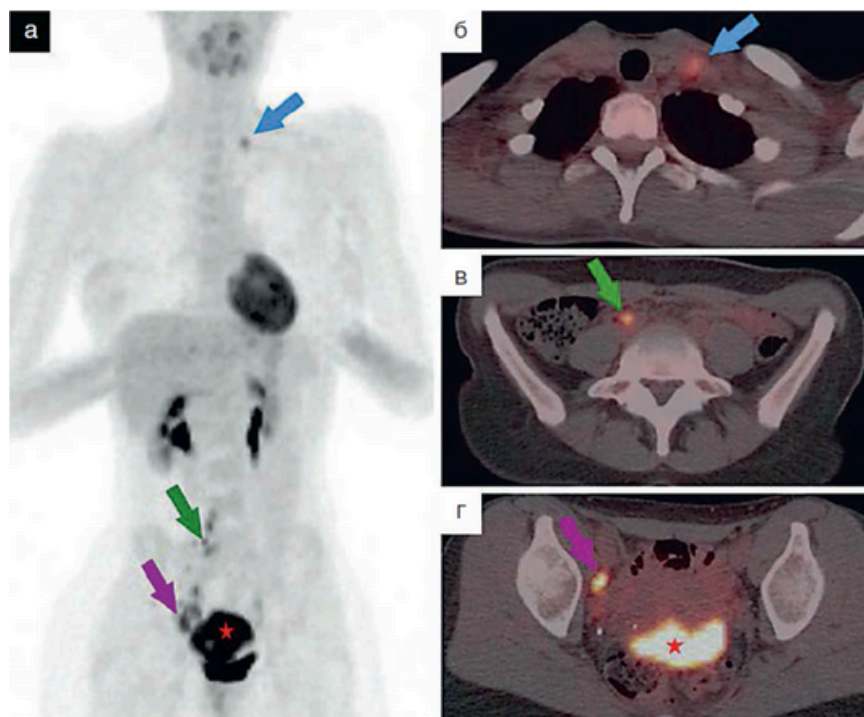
На позитронно-эмиссионном изображении в режиме MIP (а) и совмещенных томограммах (б–г), полученных по данным позитронно-эмиссионной и компьютерной томографии с ^{18}F -фтордезоксиглюкозой у пациентки с распространенным раком шейки матки, красной звездой указано метаболически активное опухолевое образование шейки матки, стрелками указаны неувеличенные, по данным компьютерной томографии, метастатически пораженные лимфатические узлы с патологической гиперфиксацией ^{18}F -фтордезоксиглюкозой: наружный подвздошный справа (фиолетовая стрелка), общий подвздошный справа (зеленая стрелка), а также надключичный слева (синяя стрелка)
